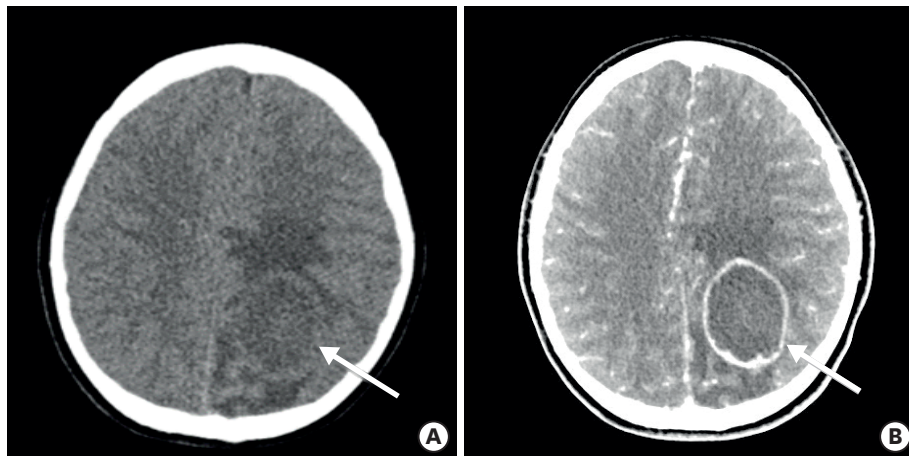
Initial computed tomography of brain. (A) Pre-contrast image shows 3×4 cm mass lesion with peripheral edema at left frontoparietal lobe (arrow). (B) Post-contrast image shows 3×4 cm well-defined inner hypodensity with rim enhancement surrounding low density at left frontoparietal lobe (arrow).
